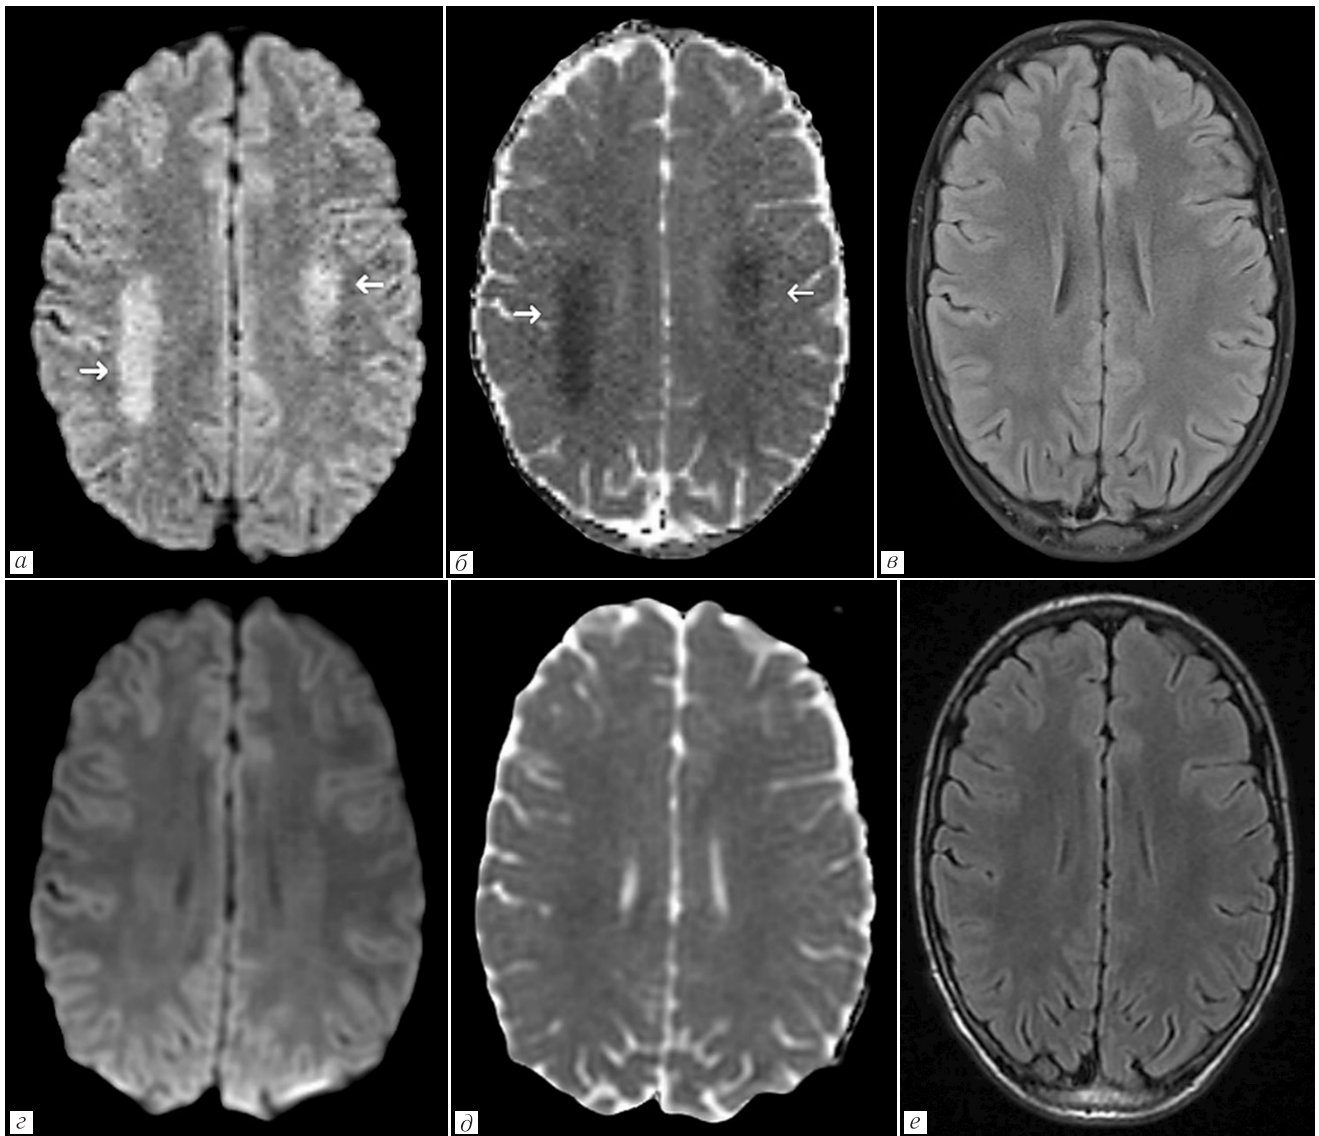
Пациент Л. 1) Первичная МРТ (*а, б, в*) — зоны ограничения диффузии на ДВИ (*а*) и ИКД (*б*) в семи-овальных центрах (стрелки), без особенностей на T2-Flair (*в*); 2) МРТ в динамике через 24 часа (*з, д, е*) — полный регресс ранее выявленных изменений на ДВИ (*з*) и ИКД (*д*), без изменений на T2-Flair (*е*)
